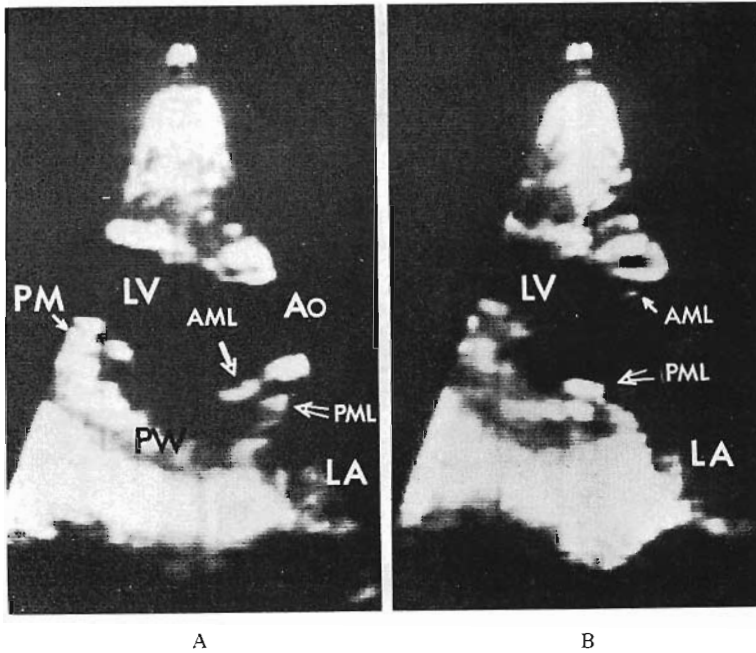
Two-dimensional echocardiograms from a patient with ruptured chordae tendineae of the posterior mitral leaflet (Patient No. 2).
